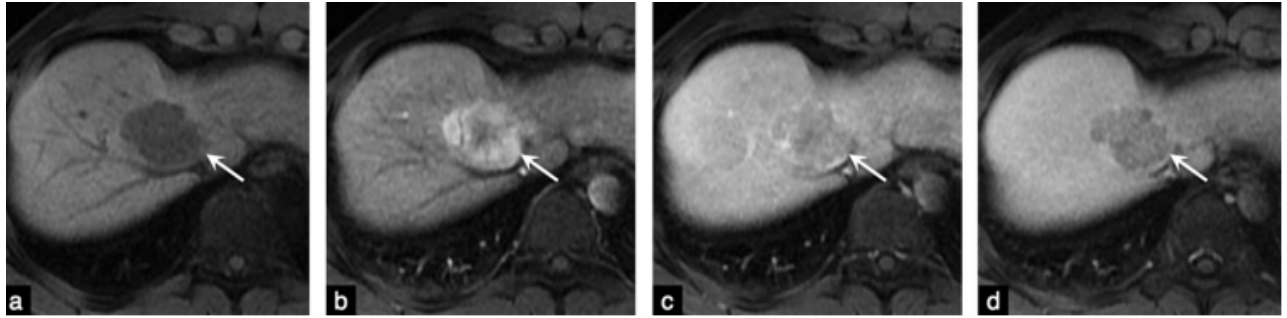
Hypervascularisation à la phase artérielle. Carcinome hépatocellulaire chez un patient de 45 ans avec une cirrhose B : a : les images IRM en coupes axiales, en séquence pondérée T1 avec saturation du signal de la graisse obtenues avant et après administration d'agent de contraste extracellulaire aux phases ; b : artérielle tardive ; c : portale ; et d : tardive montrent une masse (flèche) siège d'une hyper vascularisation à la phase artérielle (a) et d'un lavage (c et d).
